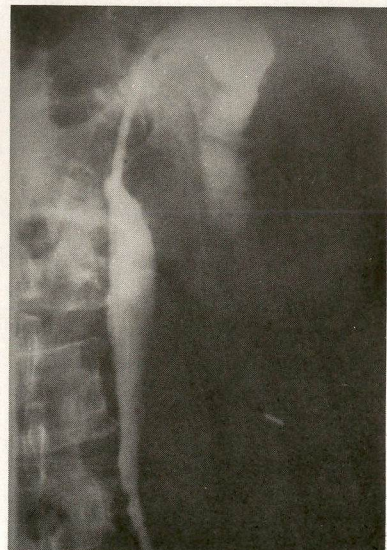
Drenagens interna e externa. Paciente com 58 anos de idade portadora de carcinoma de cérvix uterino provocando a hidronefrose à esquerda por obstrução ureteral. As radiografias obtidas mostram as drenagens para o exterior e para a bexiga.
